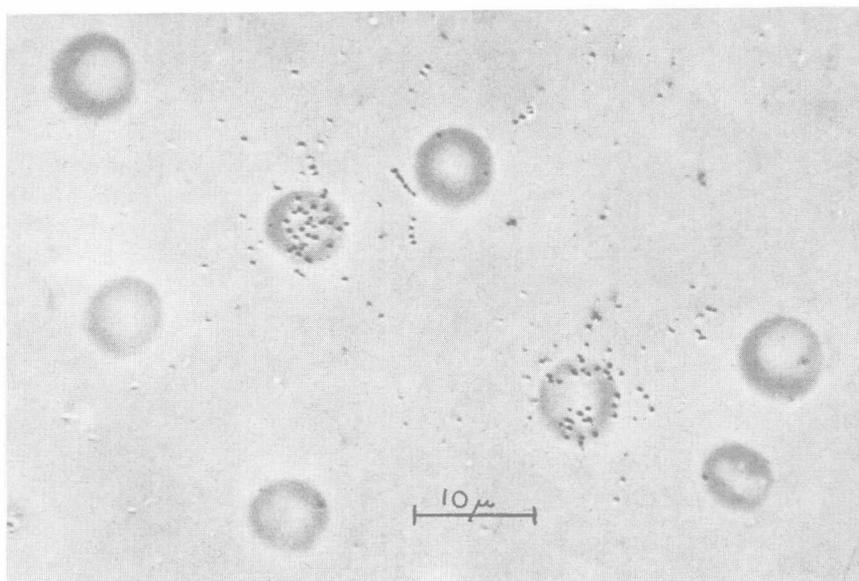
Autoradiographie eines Erythrozytenausstriches einer Ratte, 6 Tage nach Injektion von $11\ \mu\text{C}\ \text{Fe}^{59}$ (spezifische Aktivität $500\ \mu\text{C}/\text{mg}$). Kodak-Autoradiographie-Streifenfilm. Belichtung: 14 Tage. Mikrophotographie unter Verwendung des Phasenkontrastverfahrens
